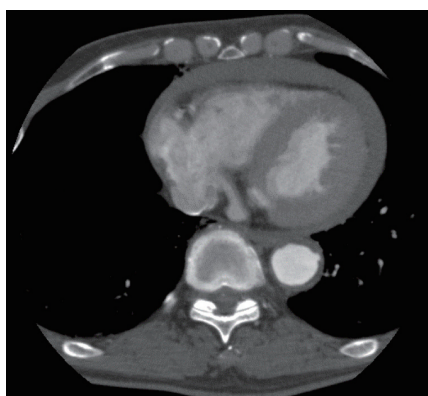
〈症例4〉大動脈解離による心タンポナーデ（胸部造影CT）
